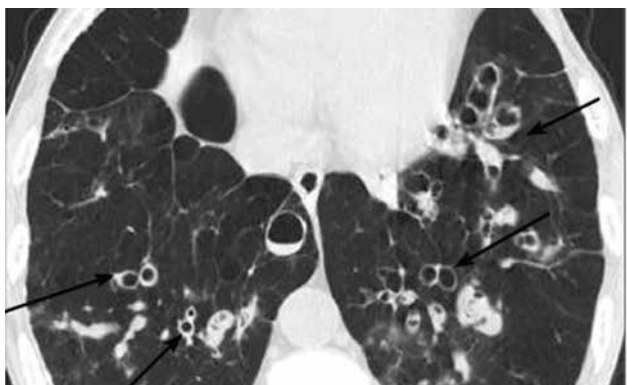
КТ ОГК: в легких определяются множественные БЭ различной формы (цилиндрические и мешотчатые), в отдельных БЭ виден горизонтальный уровень жидкости (показано стрелками)
